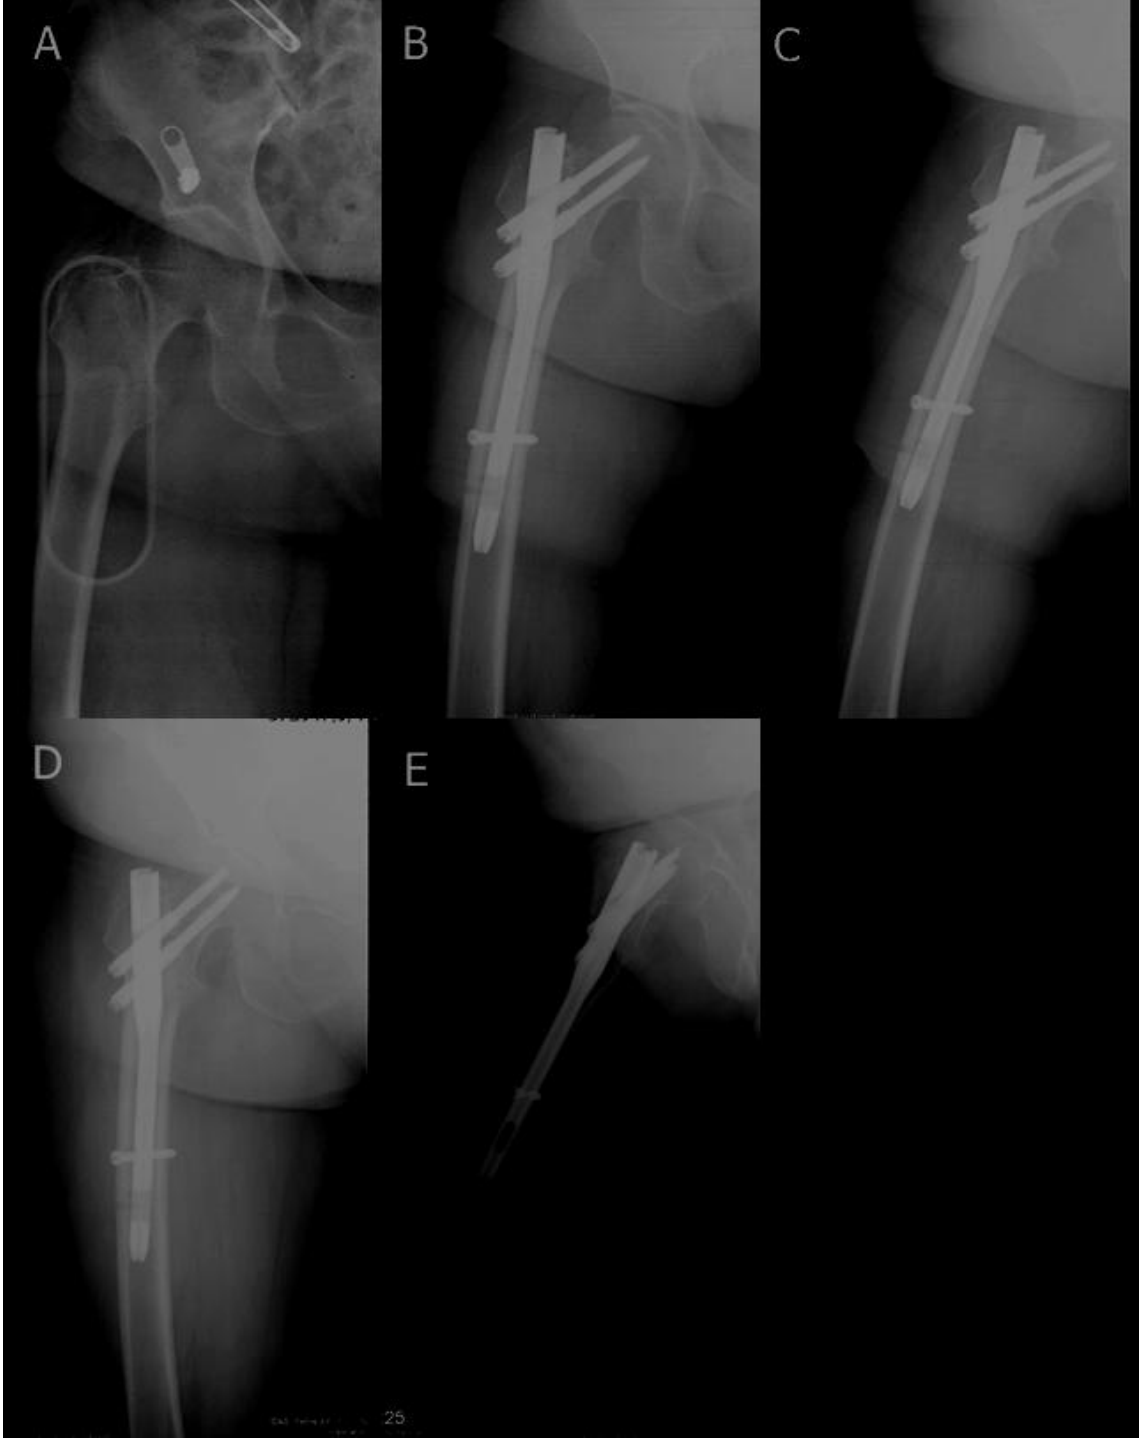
Preop sağ kalça AP röntgen(A), Post op 1. Gün (B), Post Op 3. ay AP ve Yan Grafiler (C,D)
